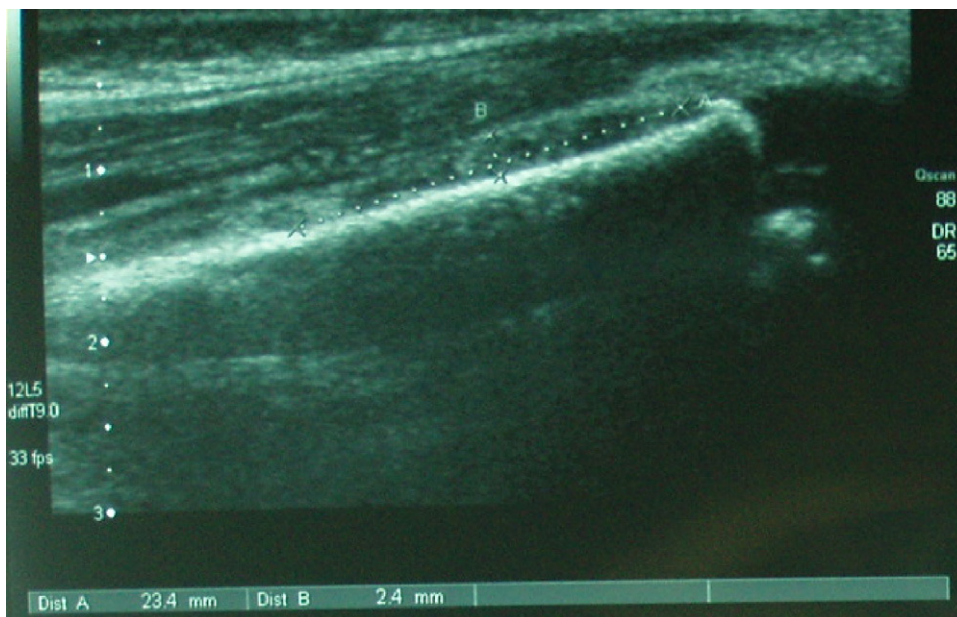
Ecografía de la pierna izquierda en que se aprecia despegamiento perióstico a lo largo de toda la diáfisis tibial con colección laminar de aproximadamente 23 mm de longitud y 2 mm de espesor en la metáfisis distal.
